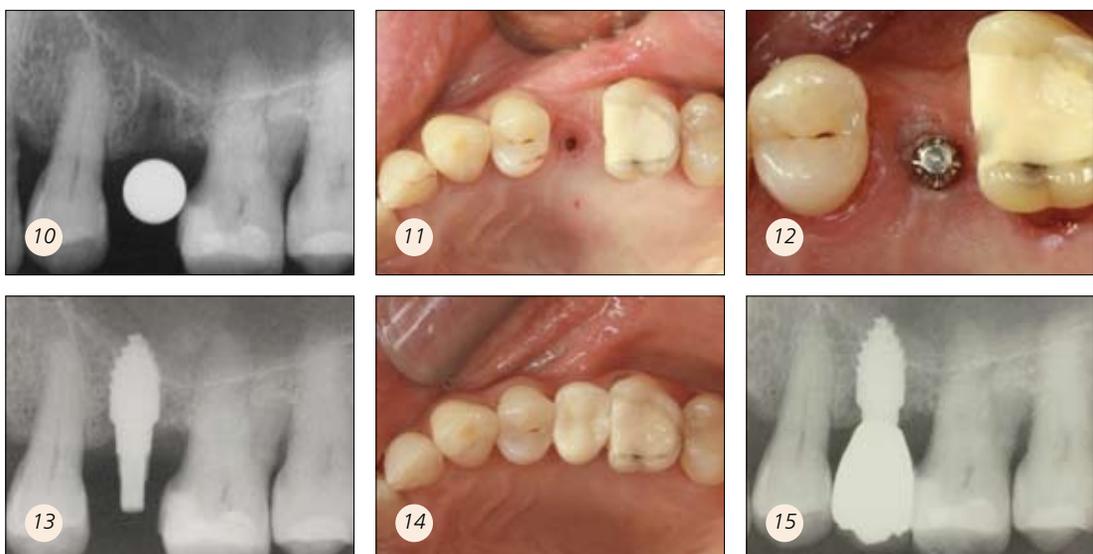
bis 15: „Verzögerte Sofortimplantation“, Sofortversorgung und Röntgenkontrolle 1 Jahr post OP.
